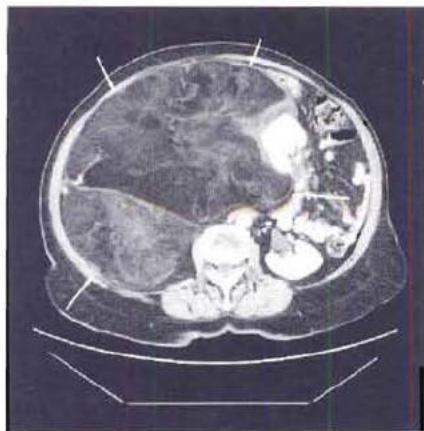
TDM abdominale après injection intraveineuse de produit de contraste : volumineuse masse graisseuse, hétérogène (flèches), typique d'un liposarcome.
